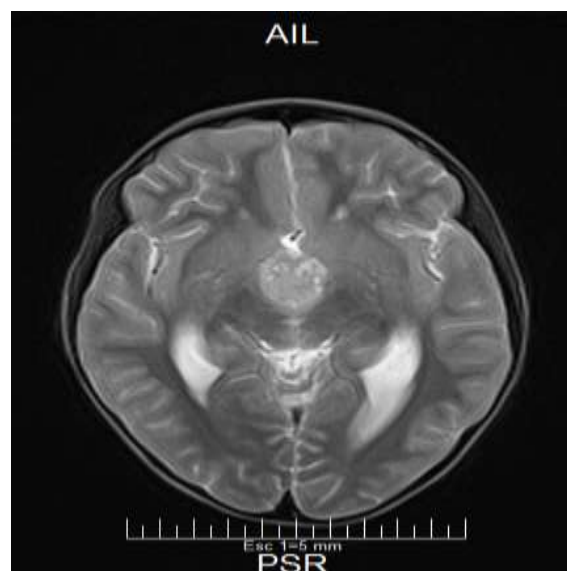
Resonancia magnética cerebral simple ponderada en T2 corte transversal. Muestra imagen hiperintensa en línea media a nivel supraselar sin efecto de masa.*
